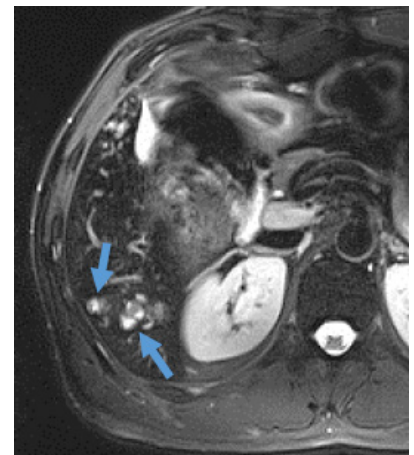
MRI (T2wFS) – Hyperintense small nodular lesions, surrounded by a thin halo of less hyperintense tissue, at the segment VI of the liver (arrows).
